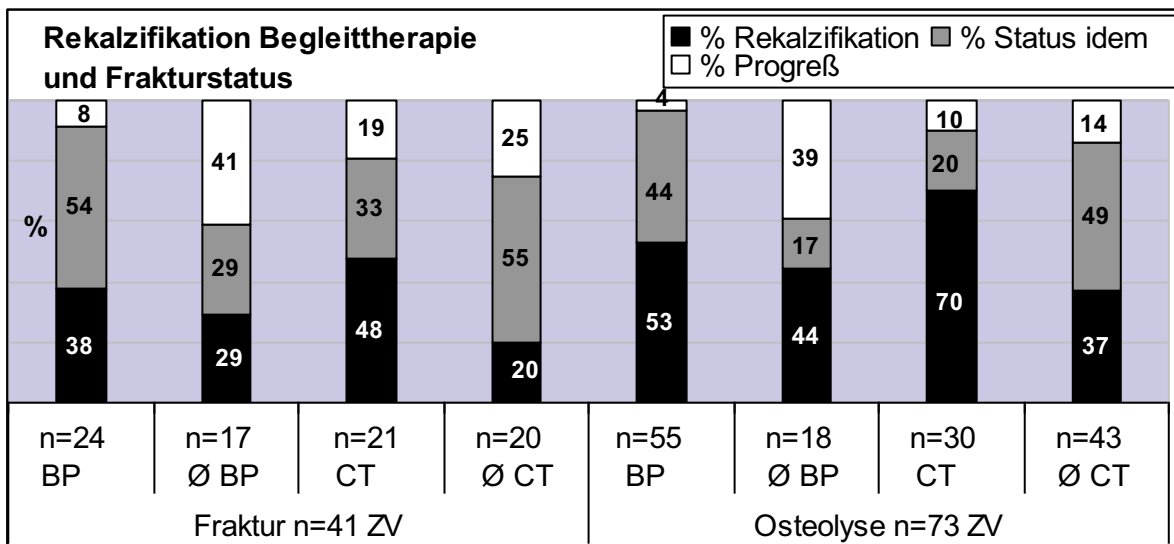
BP=Bisphosphonate, Ø BP=keine Bisphosphonatsubstitution, CT=Chemotherapie, Ø CT=keine Behandlung mit Chemotherapeutika (n=bestrahlte ZV, Σn=114).
